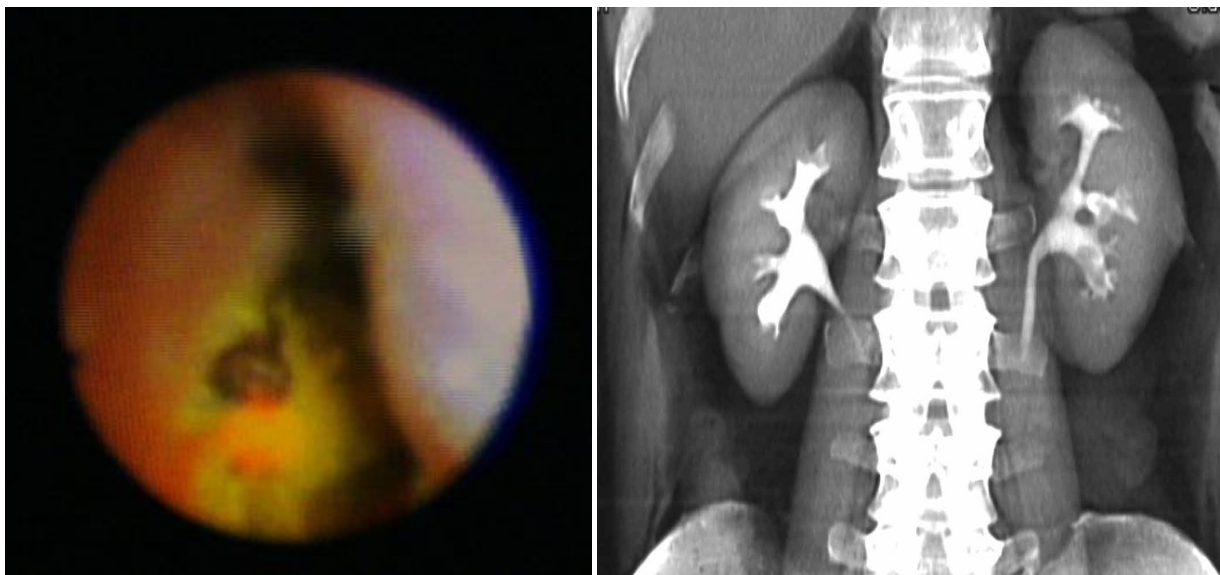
Рентгенонегативный конкремент нижнего бокала почки
